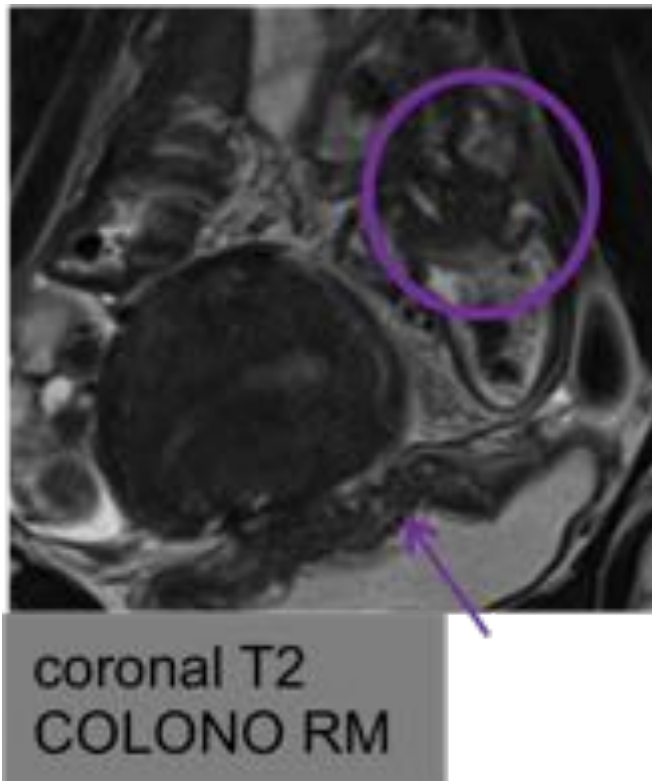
EP intestinal. Utilidad preparación intestinal_RM con
